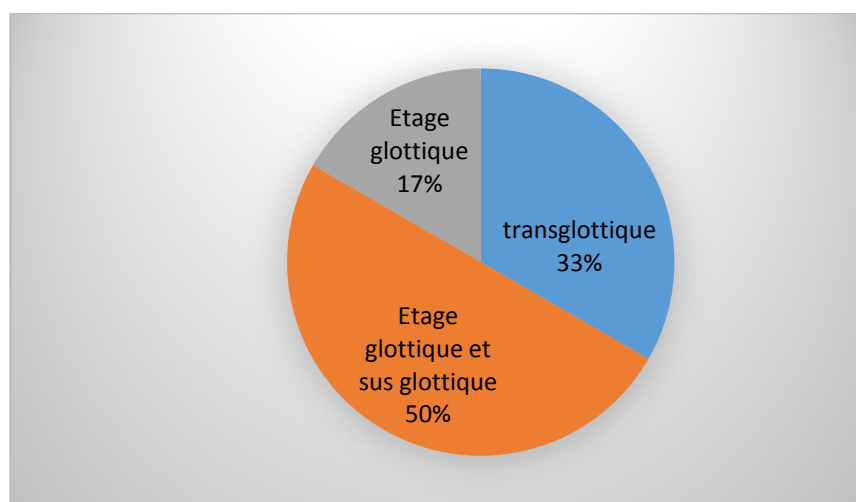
Répartition des localisations tumorales selon la TDM
